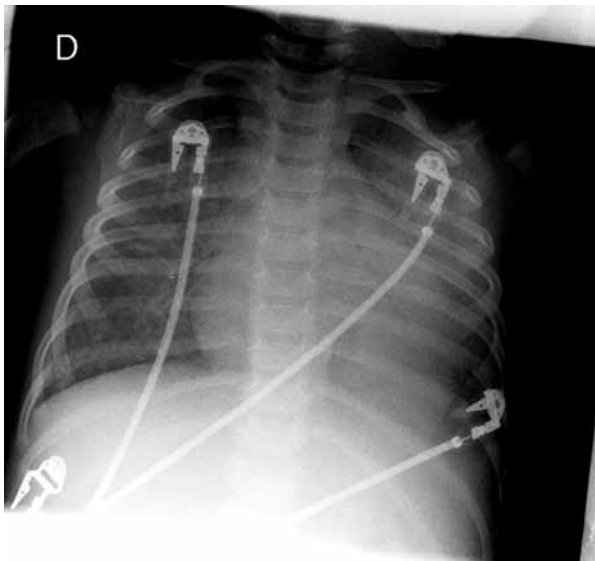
Radiografía de tórax tras empeoramiento respiratorio.
